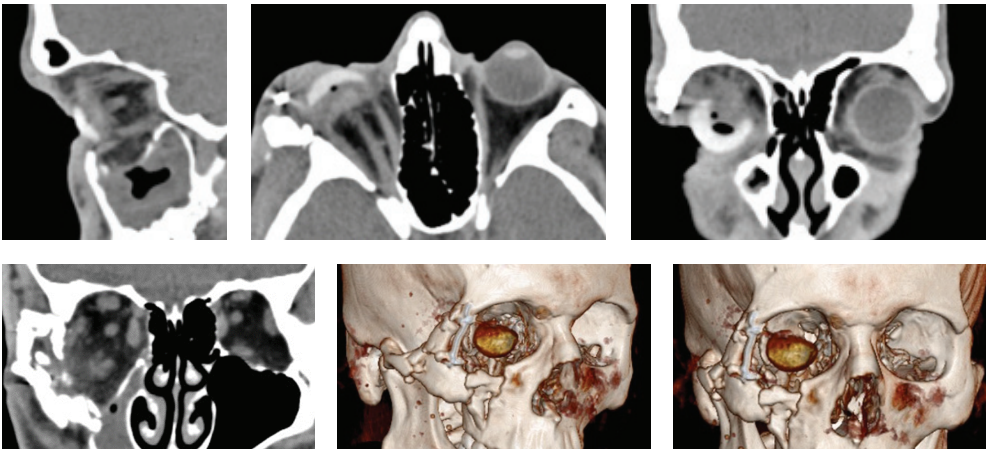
МСКТ-картина костных тканей орбиты и средней зоны лица
